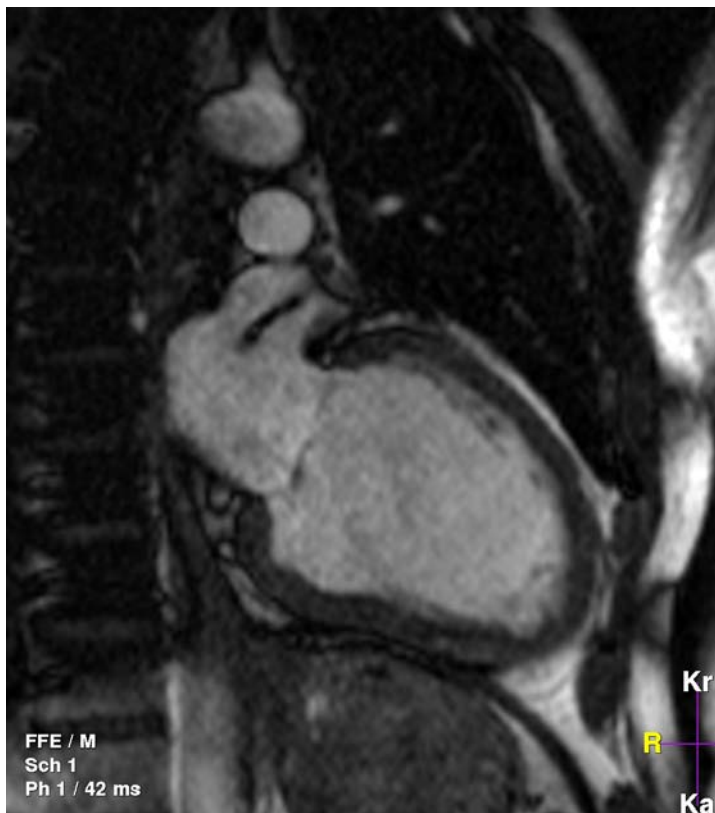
MRT-Zweikammerblick
